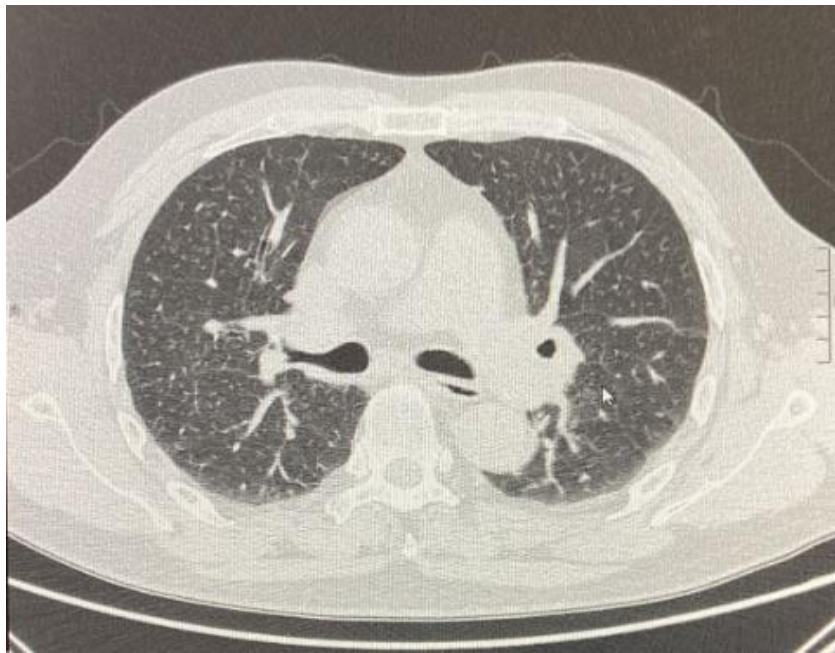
TC torace ottobre 2021; iniziale riduzione della componente fibrotica e nodulare polmonare.
